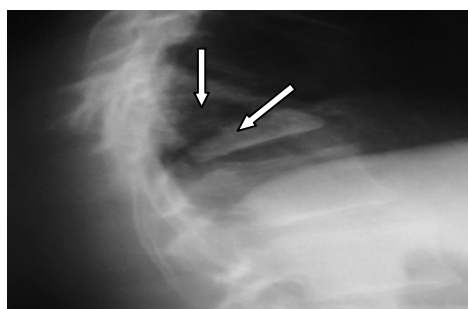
Vista lateral de radiografía de columna dorsolumbar*
